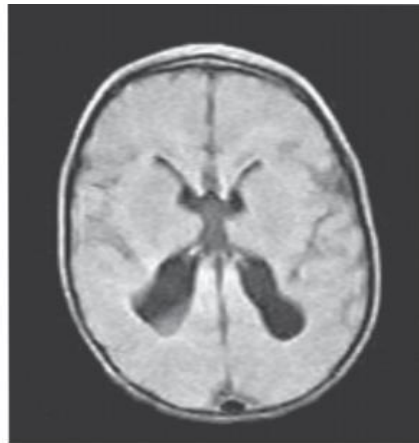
RMN cerebral de un paciente con PC que asocia displasia del cuerpo calloso y dilatación ventricular de los cuernos occipitales.
